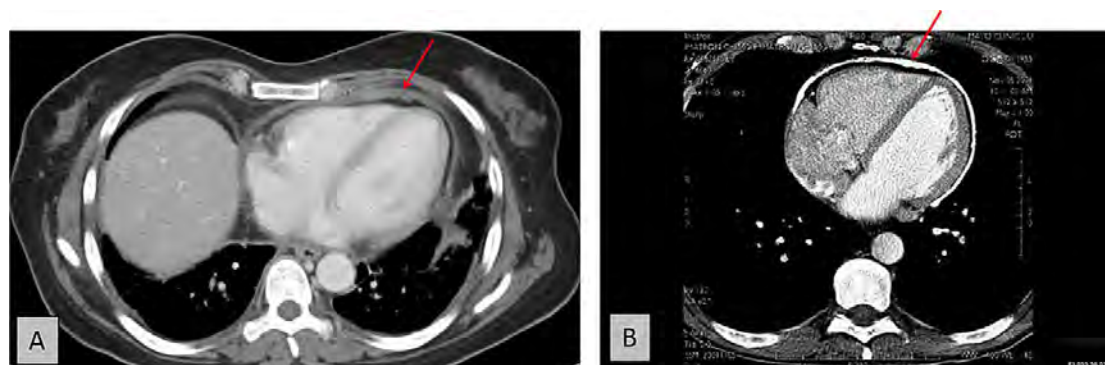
(A) 胸部 CT 示心包厚度增加（红箭头）。(B) 胸部 CT 示出现气短、液体滞留症状的 40 岁男性患者的心包周围钙化。视频 20 (www.onlinejase.com) 为 CT 示间隔摆动和右侧心脏的严重钙化。
